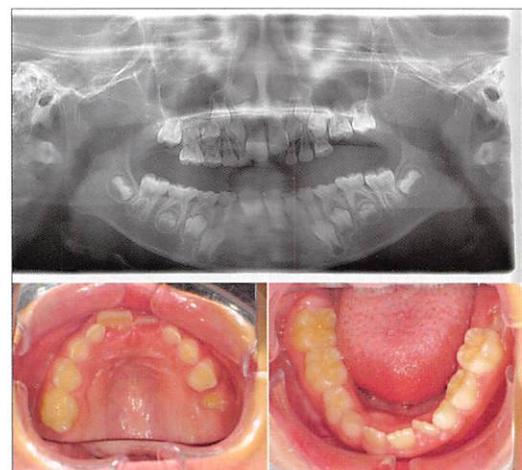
<症例2> 多くの症状を有する症例のパノラマX線写真と口腔内写真(初診時7歳7か月)
